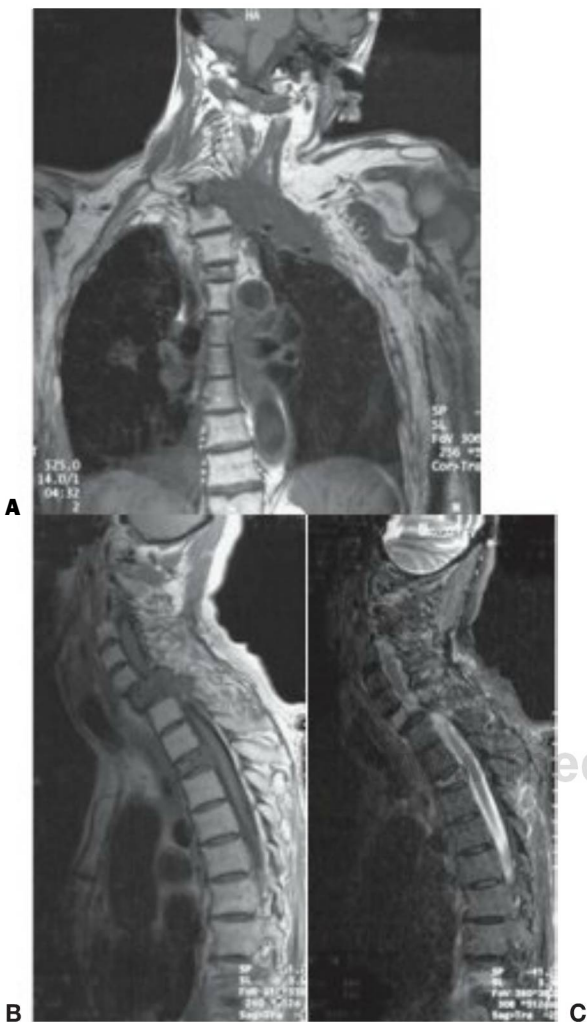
2 Mujer de 65 años, con cáncer de pulmón, que presentó un tumor pulmonar apical izquierdo, y 3 meses de debilidad y dolor en el brazo izquierdo distal. Luego, desarrolló debilidad en el brazo derecho distal compatible con polirradiculopatía en C7, C8 y D1. La RM potenciada en T1 y en T2 muestra una masa apical que se extiende hacia los agujeros neurales y los cuerpos vertebrales C6 y C7, desplazando la médula anteriormente y hacia la derecha. También se observa una fractura patológica por compresión en D3 que produce una estenosis moderada del conducto. A, La RM coronal potenciada en T1 muestra un tumor pulmonar apical izquierdo que se extiende hacia el agujero neural y los cuerpos vertebrales C6 y C7 (*flecha*). B, La RM sagital potenciada en T1 muestra un tumor que infiltra los cuerpos vertebrales C6 y C7 y desplaza la médula espinal. También se observa una fractura patológica por compresión en D3, que produce una estenosis moderada del conducto. C, La RM sagital potenciada en T2 muestra el mismo tumor que infiltra los cuerpos vertebrales C6 y C7 y desplaza la médula espinal. También se observa una fractura patológica por compresión en D3 que produce una estenosis moderada del conducto.
